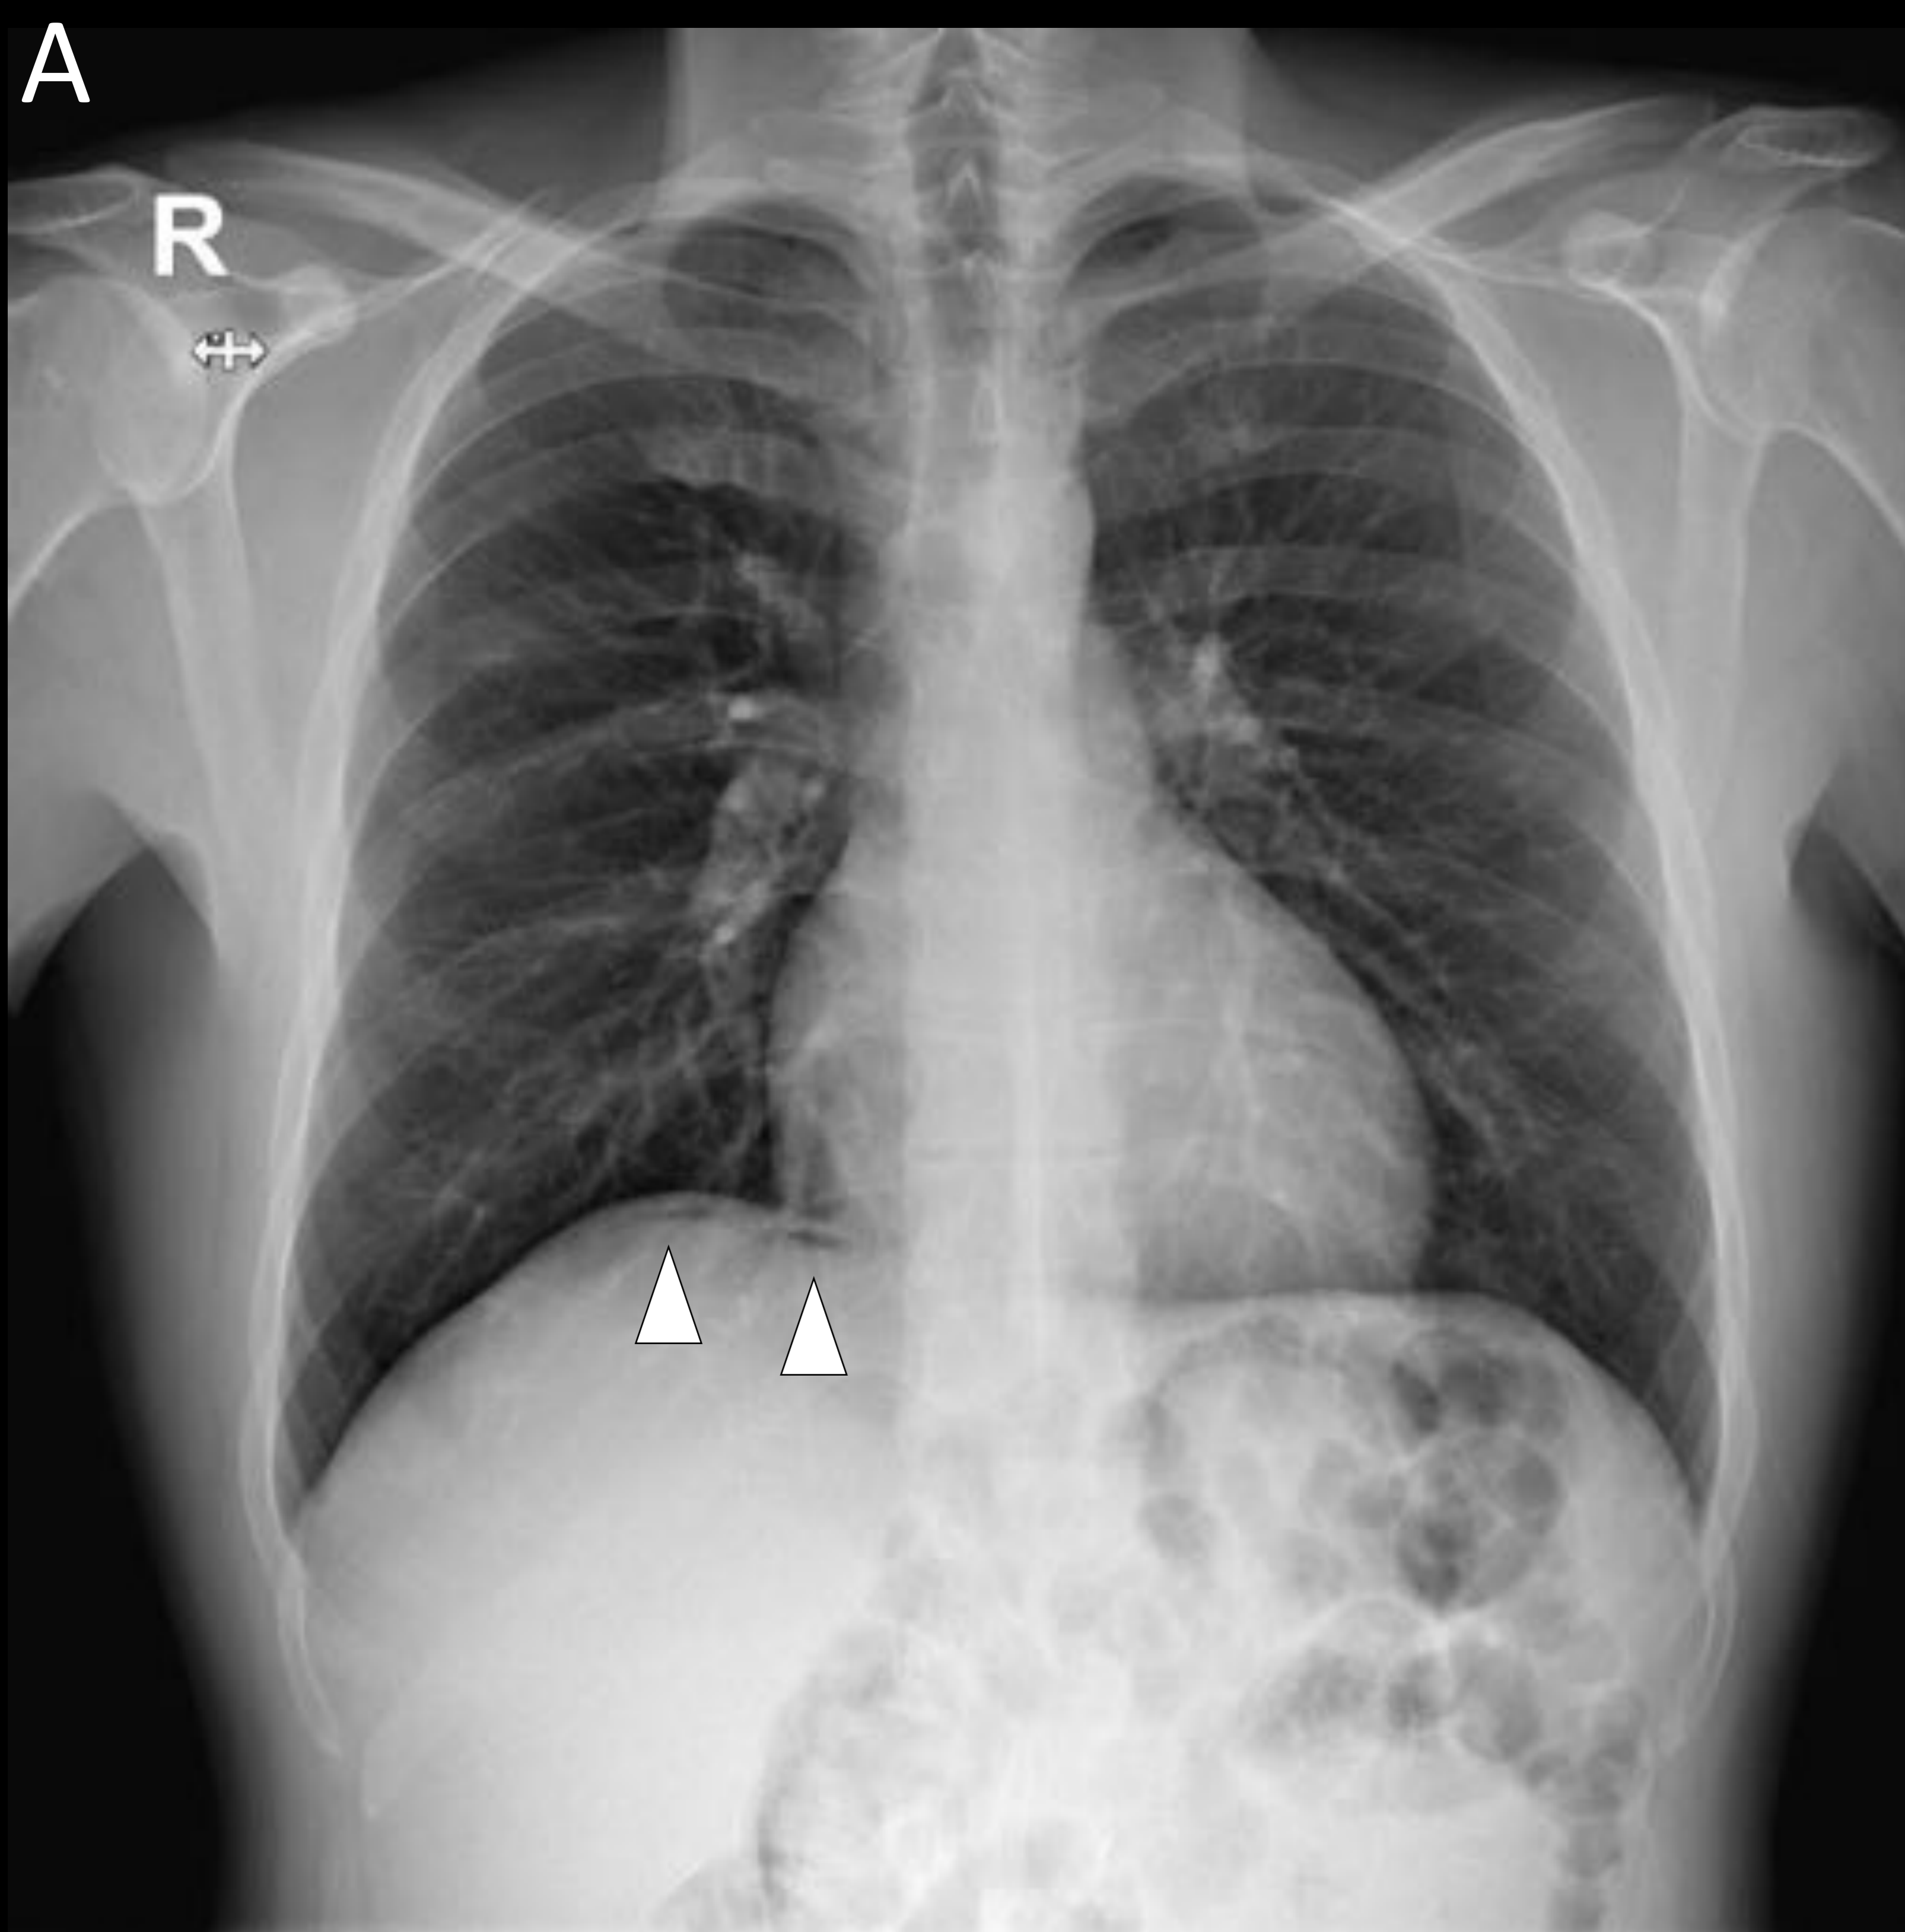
Varón de 50 años con dolor epigástrico súbito postprandial y palidez. Radiografía simple anteroposterior de tórax en bipedestación (A): se aprecia neumoperitoneo infradiafragmático derecho como signo indirecto de perforación de víscera hueca (cabeza de flecha blanca). Se completó estudio con TC abdominal con contraste (B) apreciando neumoperitoneo (cabezas de flecha blanca) especialmente llamativo a nivel periduodenal en torno a la segunda porción duodenal, donde además asociaba ligeros cambios inflamatorios en la grasa (asterisco). No se visualizó el punto de perforación en TC.
